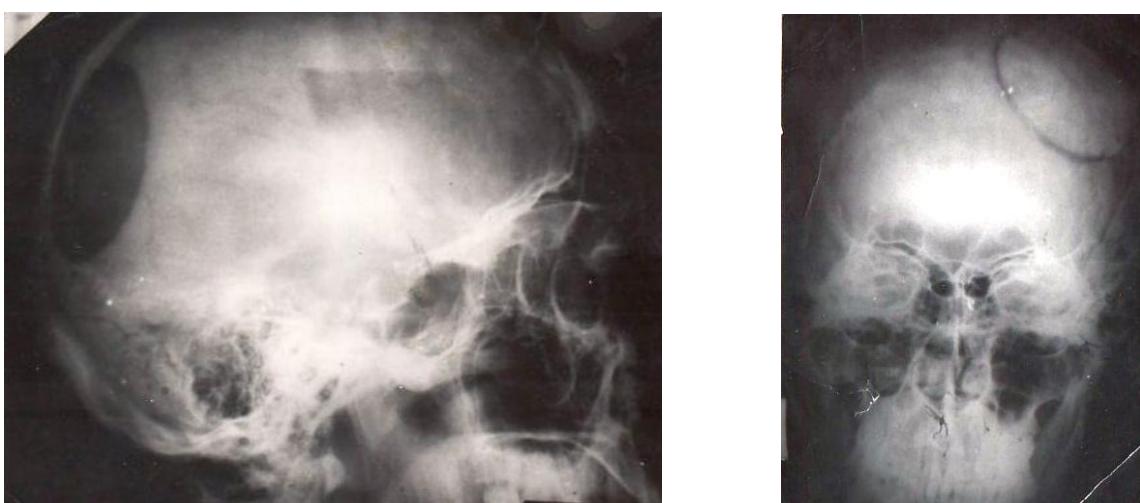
Рентгенограмма больного с дефектом костей свода черепа (до и после операции пластики дефекта).
